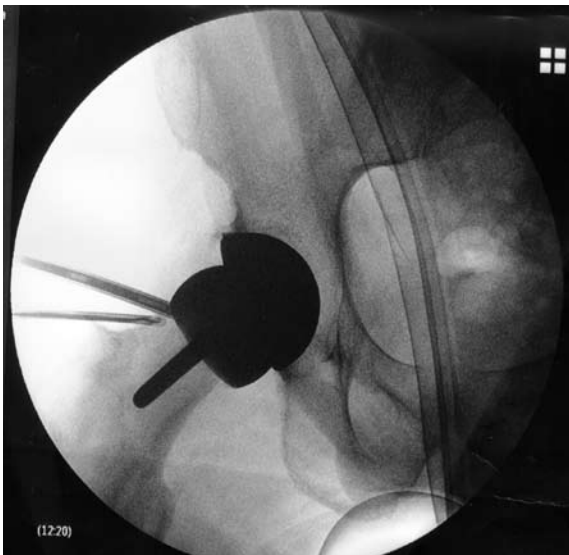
Intraoperative Röntgenkontrolle zur Lagekontrolle der Instrumente.
